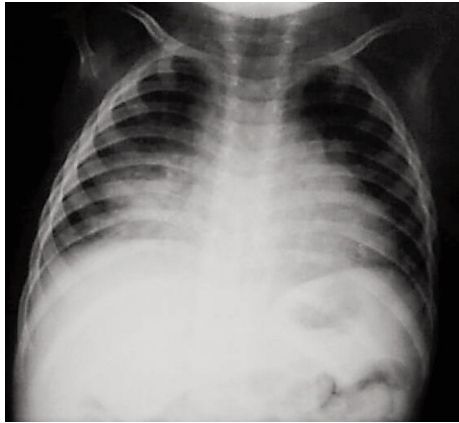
B. Radiografía de Torax Anteroposterior
